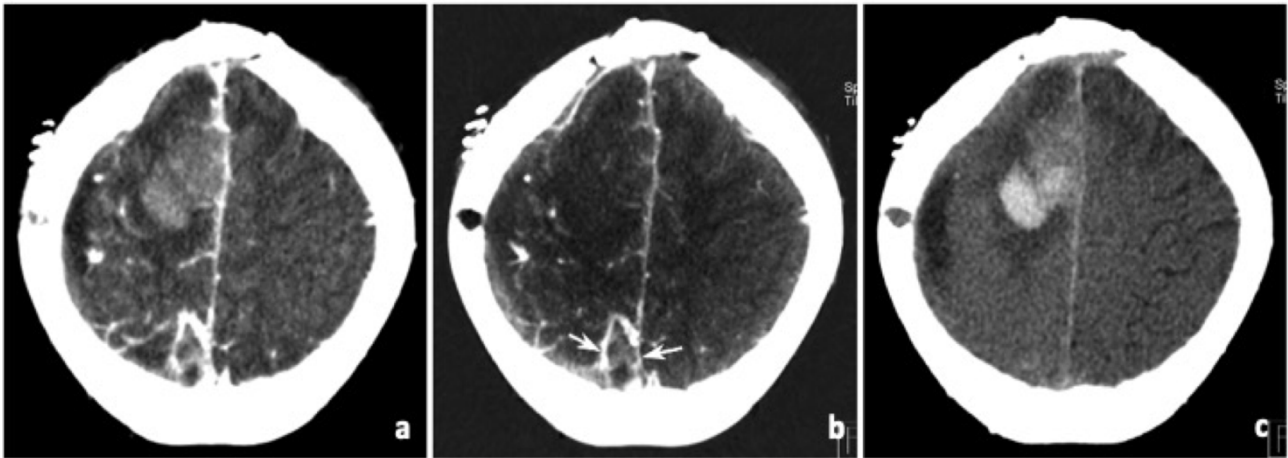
Corte axial cerebrales de TC de doble energía en paciente con un tumor cerebral. A) Imagen completa. B) Mapa con contraste iodado C) Imagen sin contraste virtual. El tumor cerebral se ve hiperdenso (a y c) pero en el mapa sin contraste desaparece la hiperdensidad del tumor (b), con ello valoramos la ausencia de realce del tumor con el contraste intravenoso. Imagen tomada y modificada de Goo HW y Goo JM. 2017.
